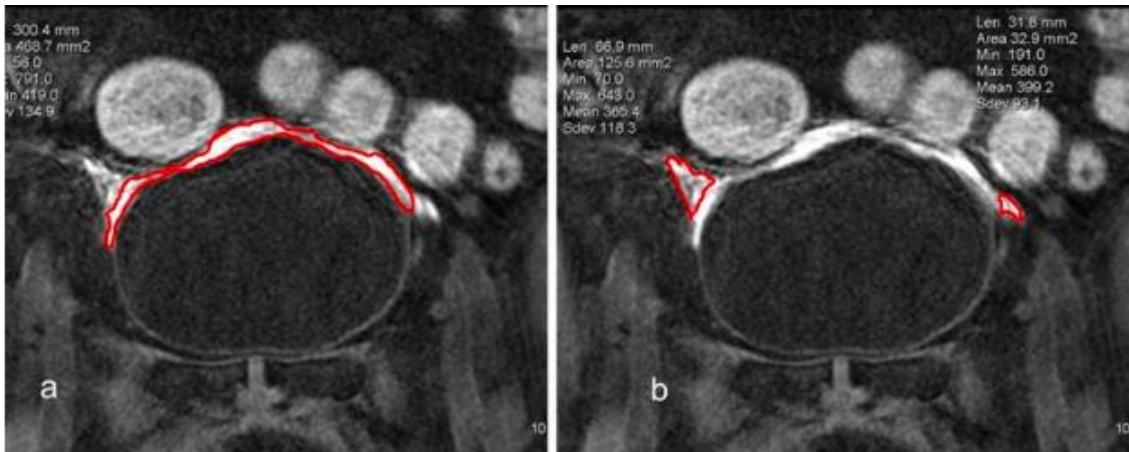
Corte sagital de la vejiga realizado con RMN tras marcar con contraste el líquido de inyección con la toxina (que aparece de color blanco en la imagen). La mayor parte del contraste aparece dentro del detrusor (a) y una pequeña parte por fuera del detrusor en la grasa perivesical (b) (362)
